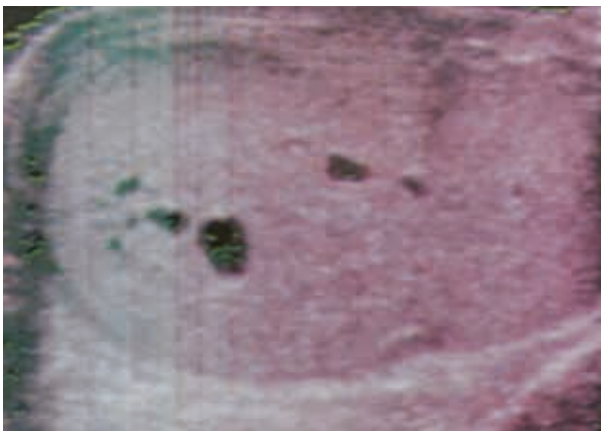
Estudios ecográficos y doppler color del testículo afectado por tumor del seno endodérmico.
